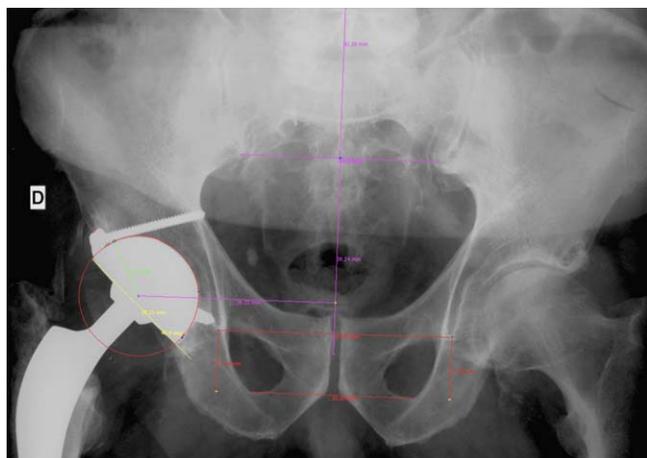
Mesures radiographiques au moyen du logiciel Imagika™. Le repère de mesure était la ligne horizontale tracée à partir des U radiographiques. Les radiographies dont la rotation et la bascule ne répondaient pas aux critères de Massin et al. [13] ont été exclues de l'étude. Le repère de grossissement radiologique a été calculé à partir du diamètre réel et le diamètre mesuré de la cupule. La migration de la cupule a été définie comme une modification de plus de 3 mm des coordonnées du centre de rotation ou de plus de 8° de l'angle d'inclinaison entre les radiographies postopératoires et les radiographies du dernier recul.
